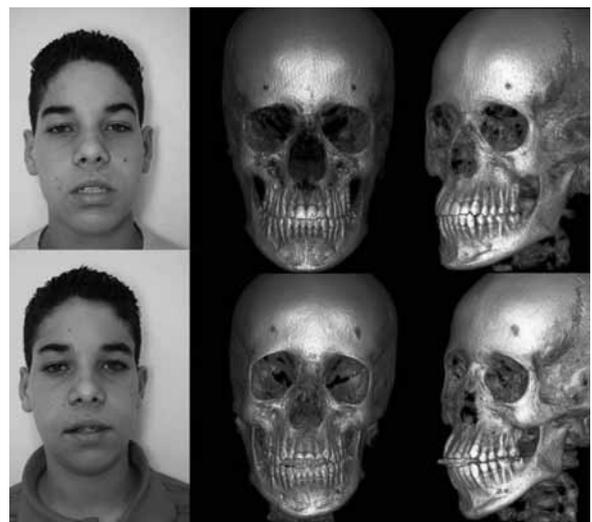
No lado direito, podemos ver a radiografia panorâmica do menino não-injuriado (acima) e a telerradiografia frontal, evidenciando a simetria nos sentidos vertical e transversal. No lado direito, as vistas correspondentes do irmão afetado, com a diminuição do comprimento mandibular no lado afetado e da altura e largura facial da radiografia frontal.
